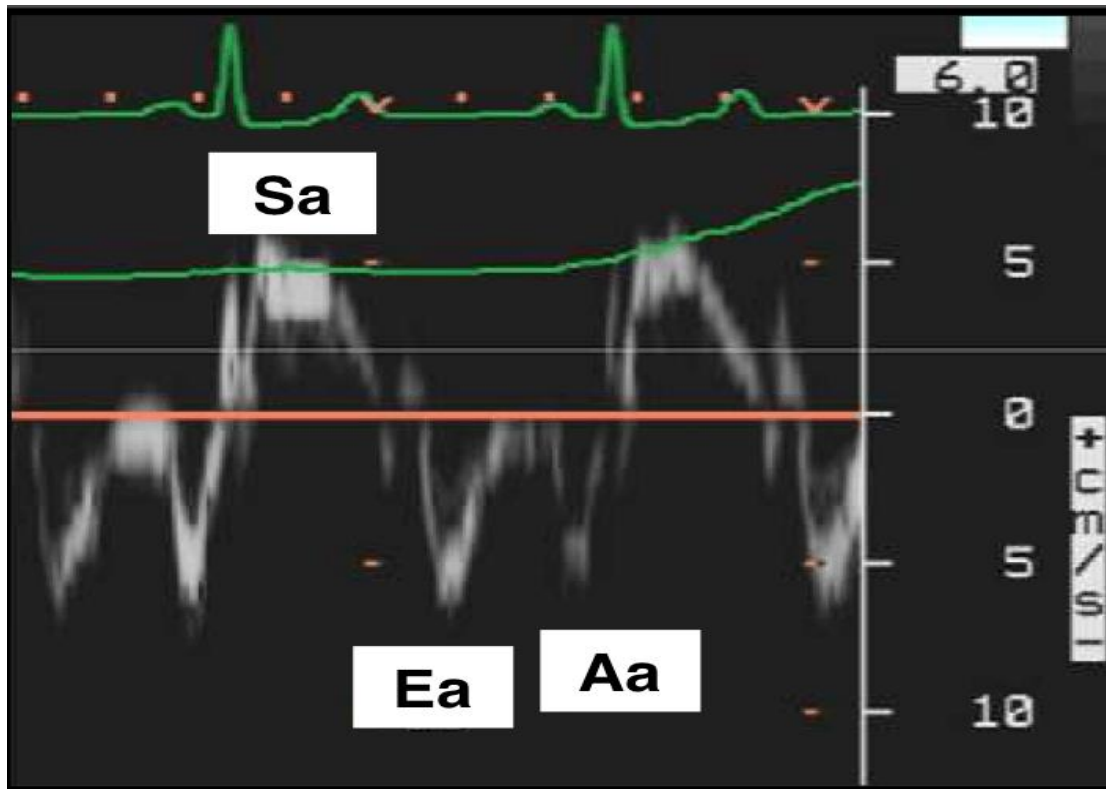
Doppler tissulaire [145].
